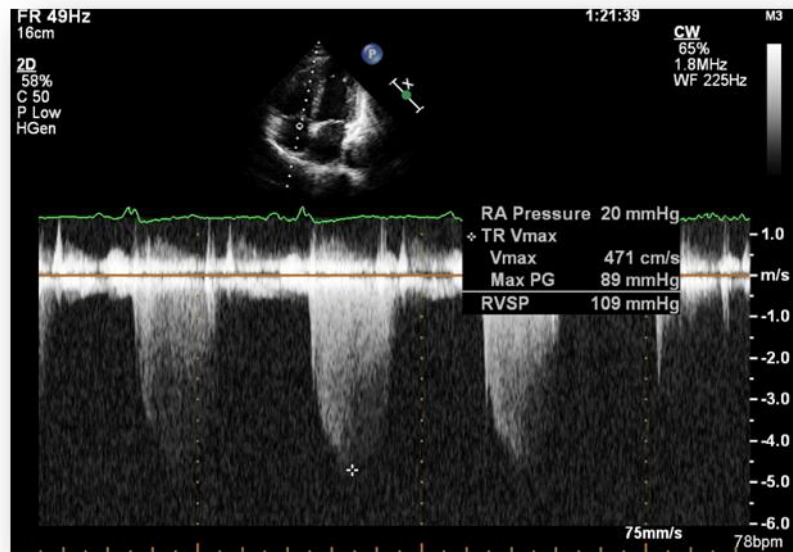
ECOTT. Vista apical de cuatro cámaras, modo Doppler continuo a nivel de la válvula tricuspíde para medir la velocidad del flujo regurgitante tricuspídeo y el gradiente transtricuspídeo. Mediante esta medición y la estimación de la presión de la aurícula derecha, se calcula la presión sistólica de la arteria pulmonar (o del ventrículo derecho).
